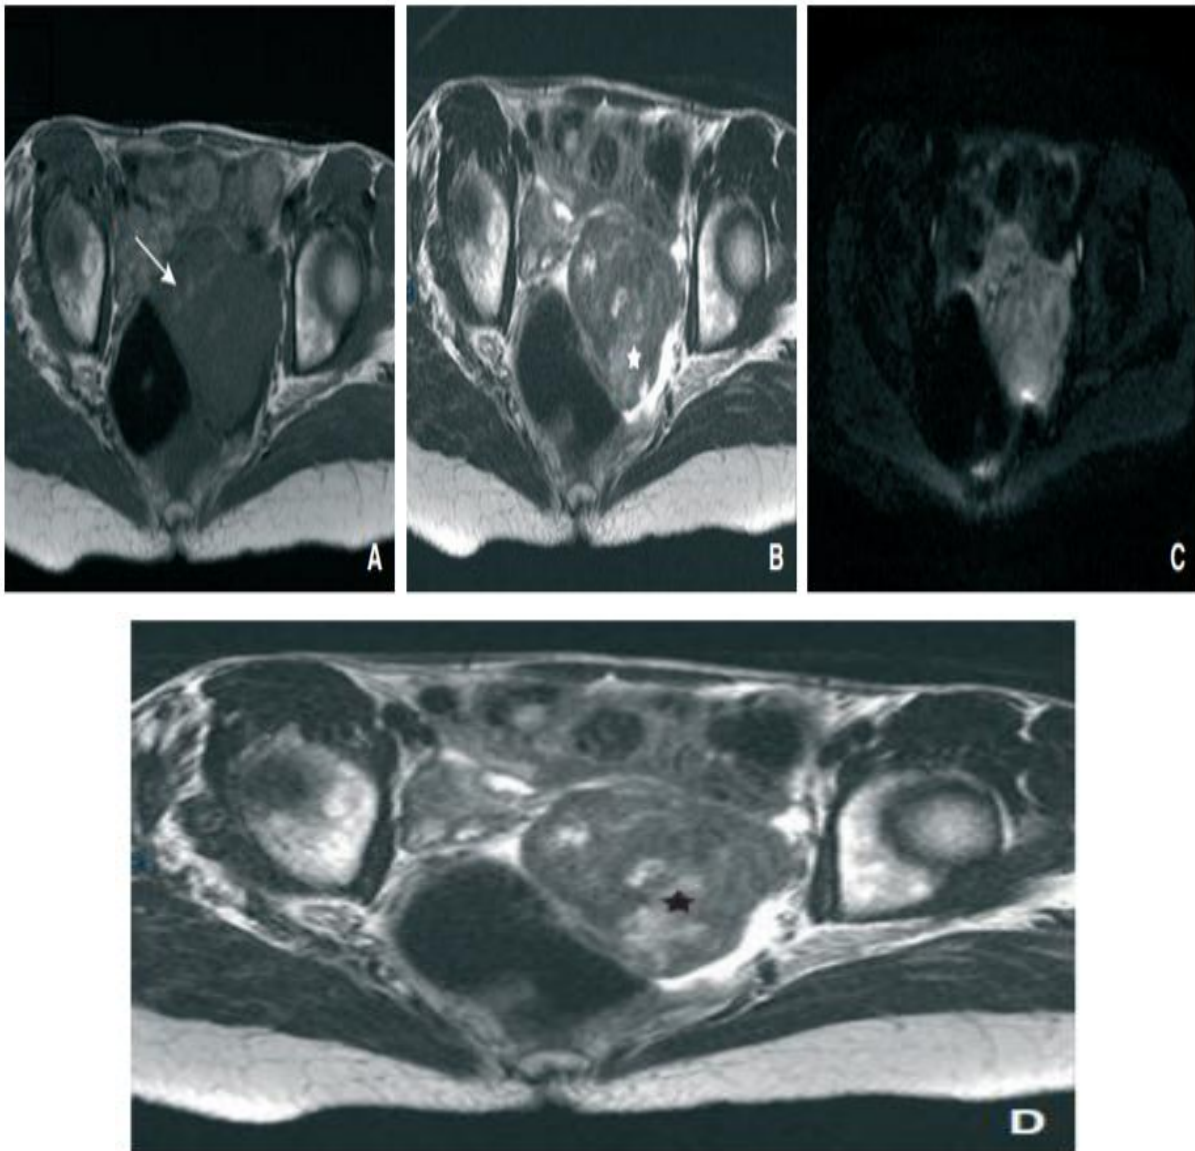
Imagerie d'un léiomyosarcome utérin chez une patiente de 56 ans, séquence IRM en pondération T1 (A), T2 (B), diffusion b1000 (C) et T1 avec suppression du signal de la graisse et injection de gadolinium (D), masse myométriale à contours bosselés, présentant des plages en hypersignal T1 (flèche) correspondant à des remaniements hémorragiques, de signal hétérogène en T2 dont des plages en hypersignal T2 (étoile blanche) non rehaussées après injection de gadolinium (étoile noire) correspondant à des zones de nécrose. Cette masse est en hypersignal diffusion, son rehaussement est hétérogène après injection. [158]
